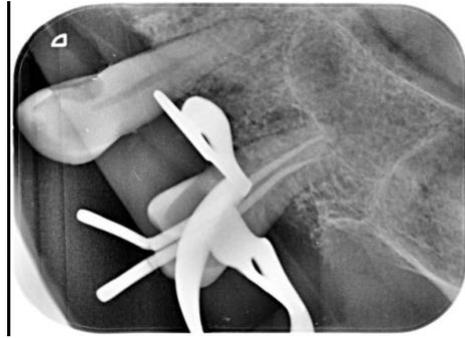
Radiografía conometría.
